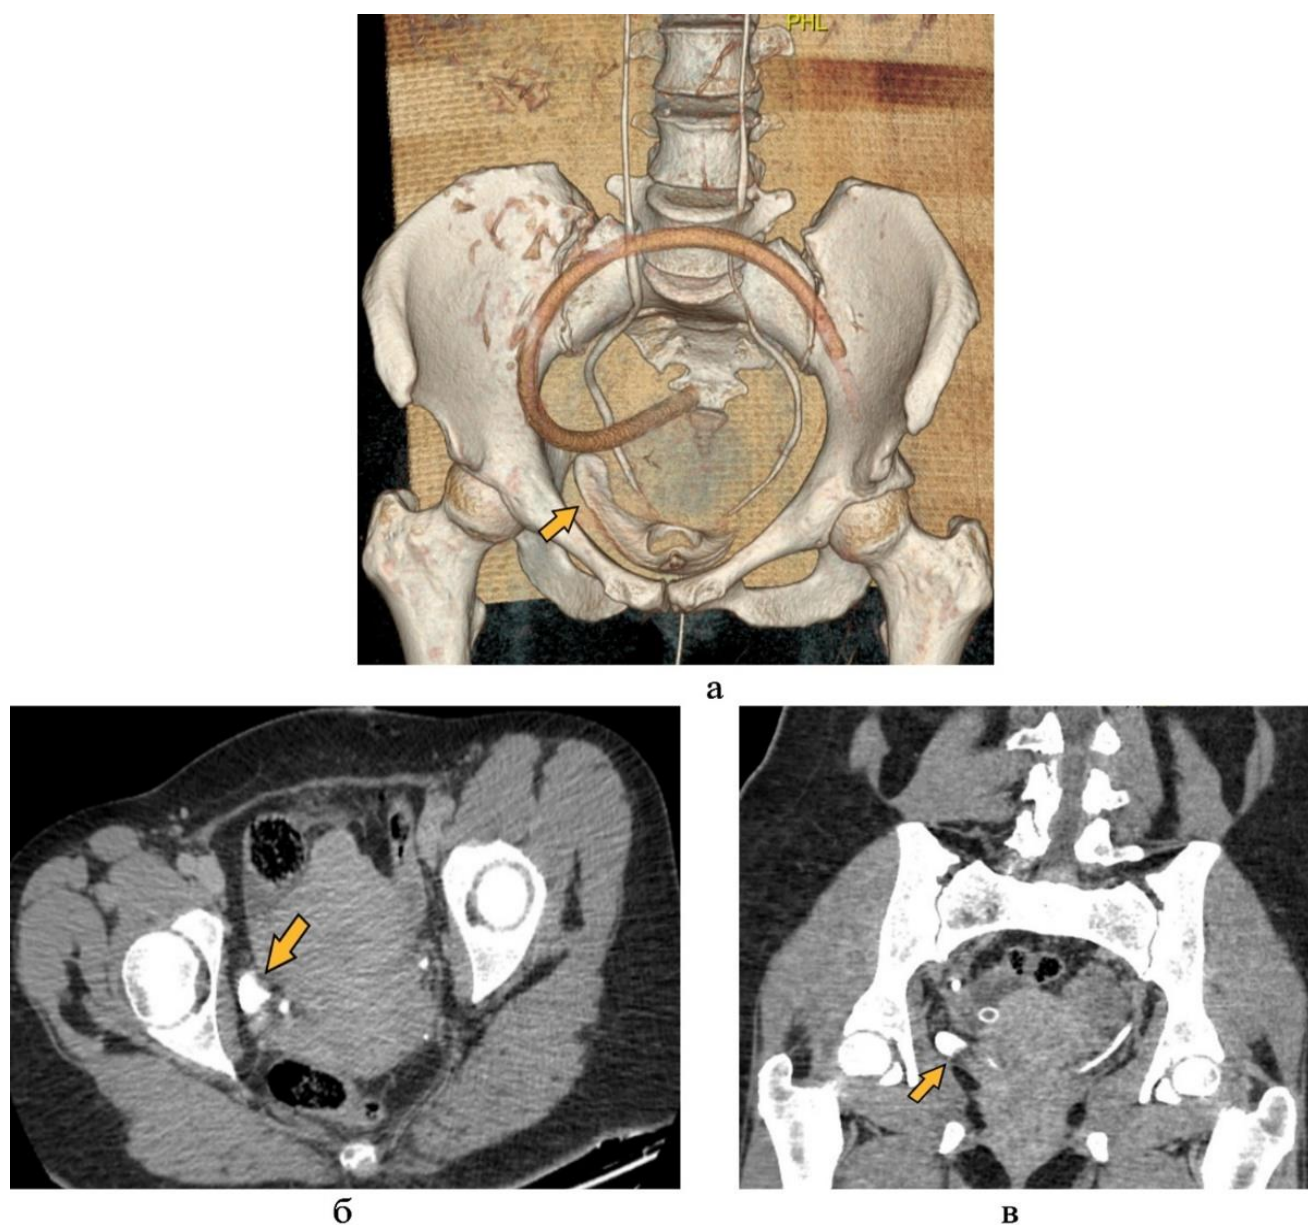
МСК-томограммы с внутривенным контрастным усилением: (а) – 3D-реконструкция, экскреторная фаза, в аксиальной (б) и коронарной (в) проекциях у пациентки с повреждением интрамурального отдела правого мочеточника. Определяется экстравазация КВ (желтые стрелки)
